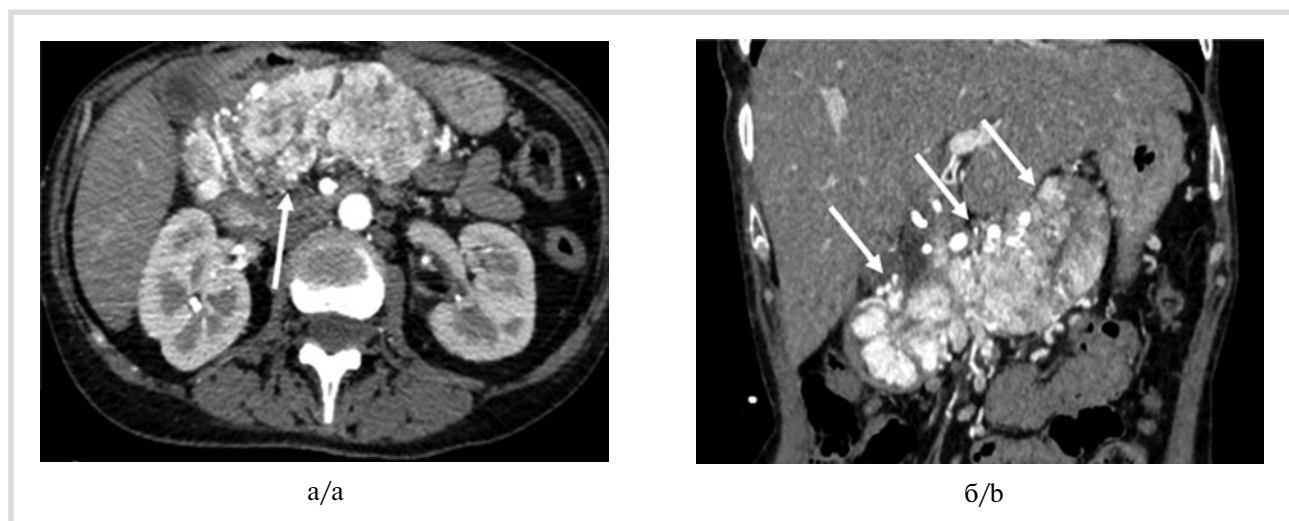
МСК-томограмма, ацинарно-клеточная карцинома, тотальное поражение поджелудочной железы, артериальная фаза.
